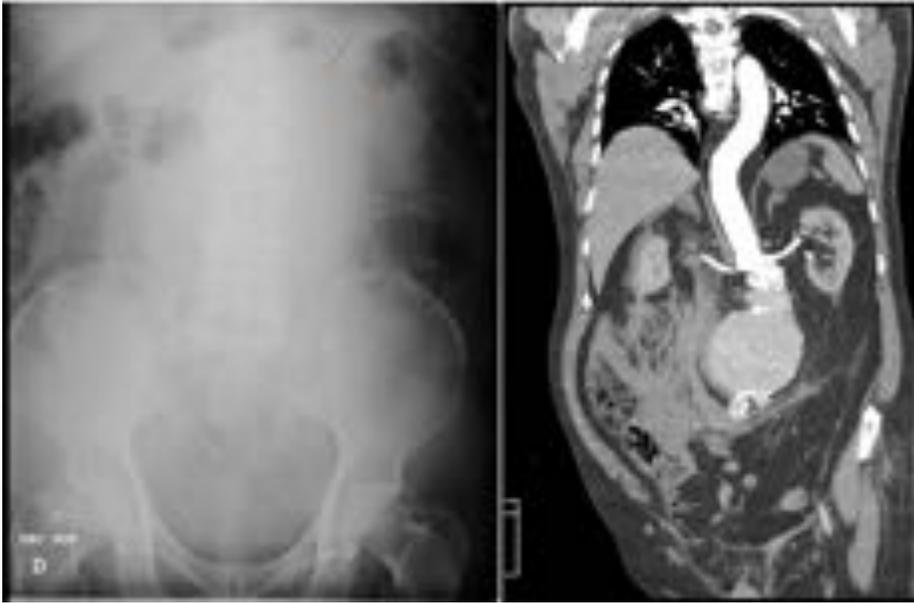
Imagen izquierda: vesícula en porcelana (círculo), que se evidenció también en TC. Imagen derecha: coledocistitis (círculo) y distensión de sigma (flecha).
